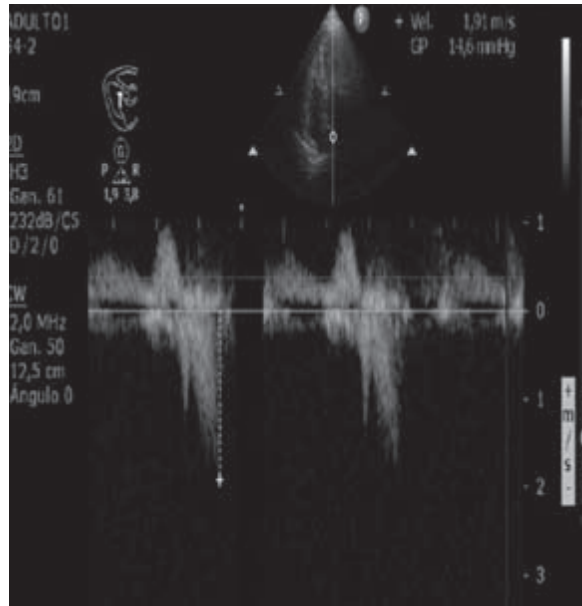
Ecocardiograma Doppler transtorácico que nos muestra el gradiente dinámico intraventricular en el seguimiento a 6 meses.
